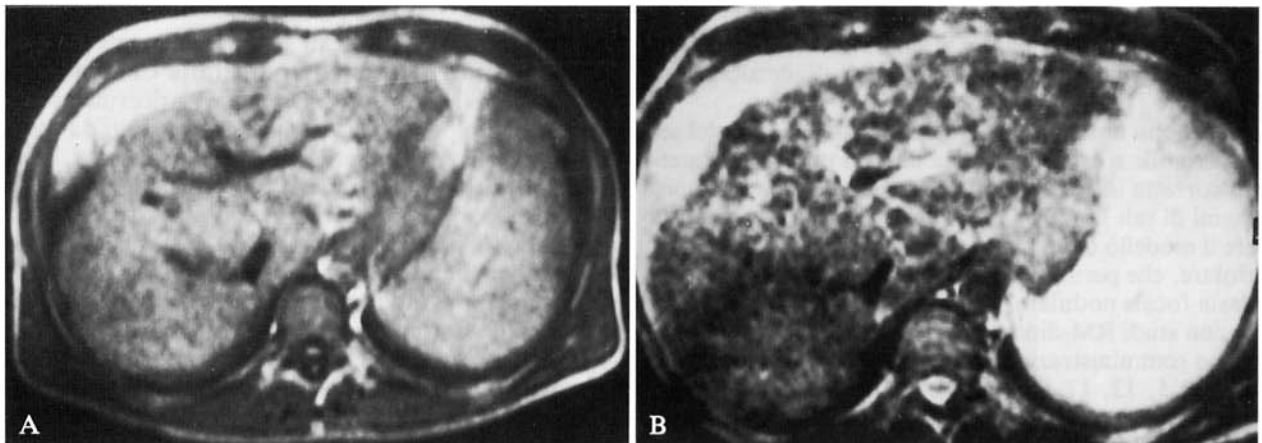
Noduli di rigenerazione parenchimale in fegato cirrotico. A, B) Scansioni RM assiali Spin-Echo (TR 690/TE 20; TR 1960/TE 100 ms). Il fegato ha aspetto di tipo «cribroso», per nodularità multiple disseminate scarsamente visibili nella immagine T1-dipendente (A), ma nettamente ipointense al parenchima in quella T2 (B).
